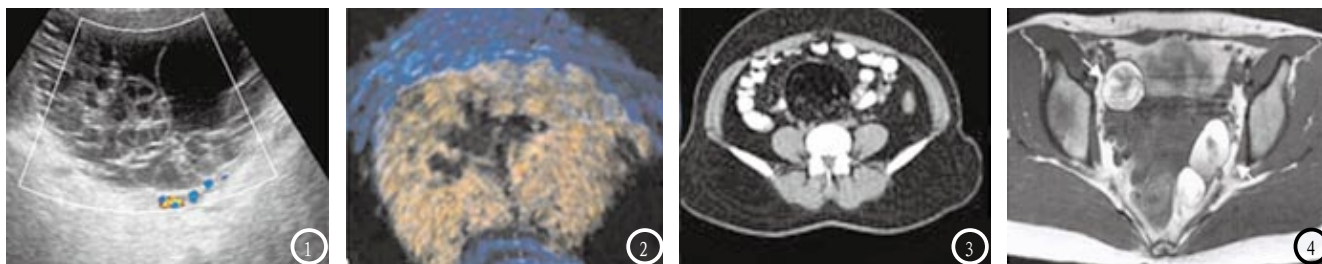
超声CDFI示 黏液性囊腺瘤,下腹部异常暗区周边及分隔带可见星点状血流信号;图2 超声造影 浆液性囊腺瘤,肿瘤内部实质整体快速增强信号;图3 CT示 卵巢囊肿,CT显示为子宫肿块影,肿块壁局部厚薄不均;图4 MRI示畸胎瘤为长T1长T2信号。
